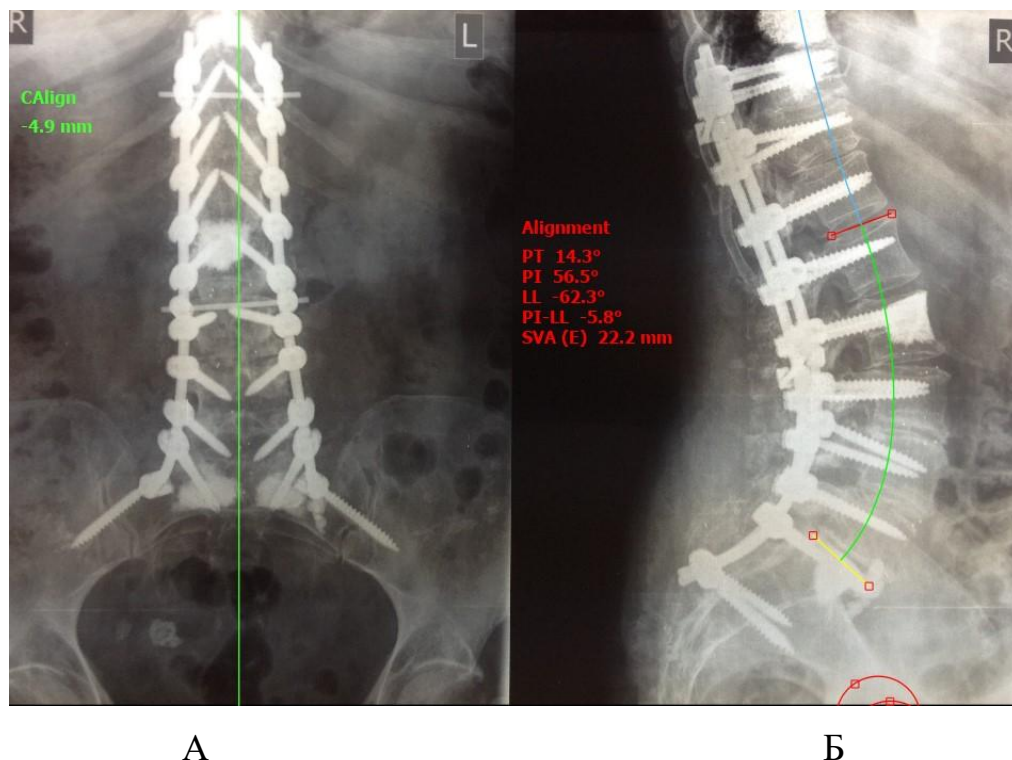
Рентгенограмма пациентки З., 62 лет после операции: А – прямая проекция, Б – боковая проекция. Визуализируется установленная металлоконструкция на уровне Th<sub>10</sub>-os ilium с профилактической вертебропластикой Th<sub>9</sub> позвонка
